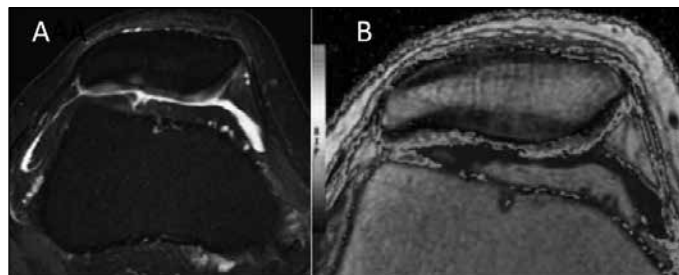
(A) Imagens de ressonância magnética no plano axial; (B) mostrando lesão condral patelar do joelho direito.
